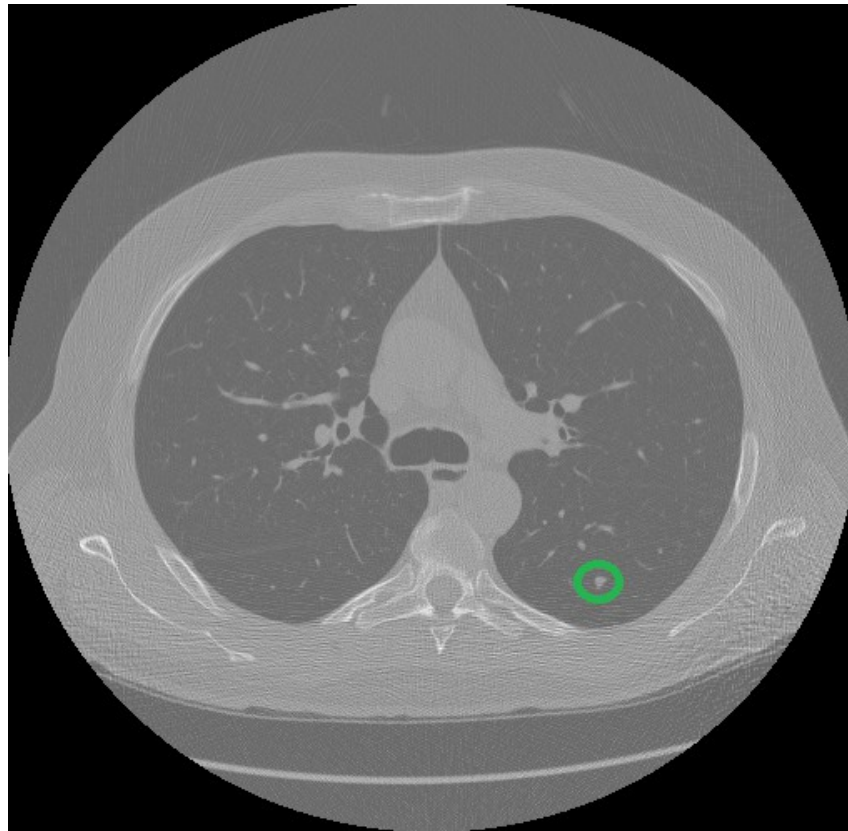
Imagen TAC con presencia de Nódulo pulmonar.
